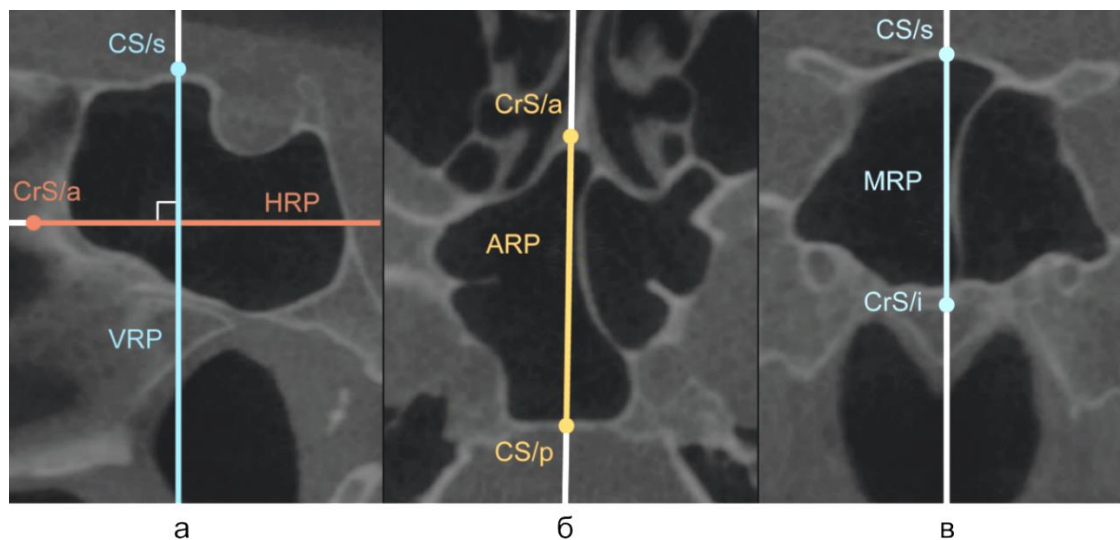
КЛК-томограммы в срединной сагиттальной (а), аксиальной (б) и коронарной (в) проекциях
